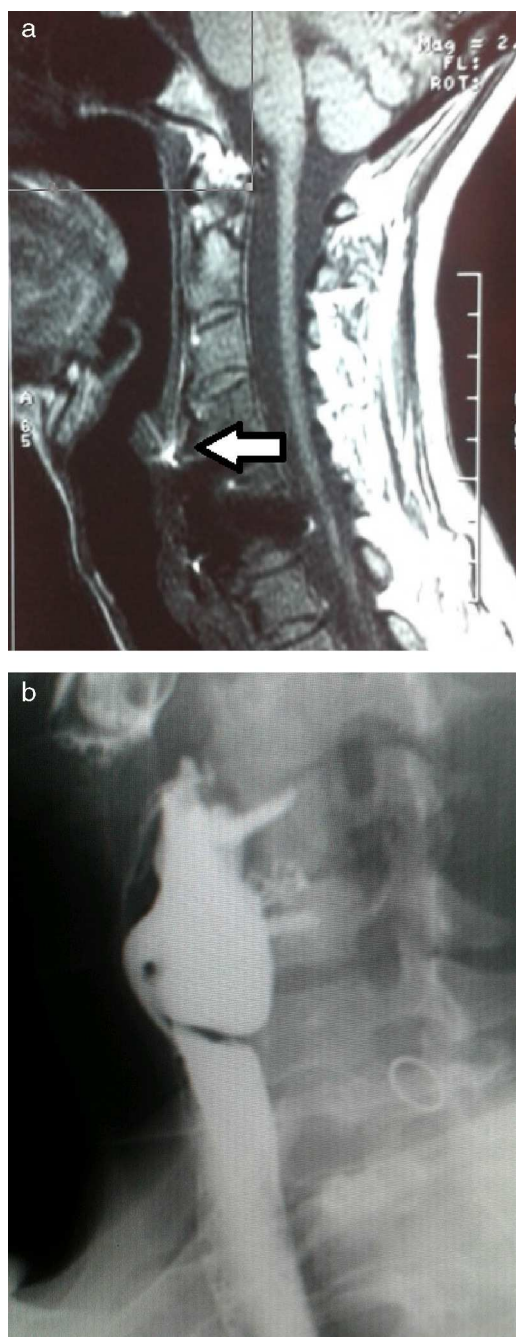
Imágenes del estudio preoperatorio: A) RMN cervical con sección sagital en la que se observa la placa de artrodesis en íntimo contacto con la pared posterior esofágica (flecha); B) Esfagograma con bario que muestra la impronta que deja la prótesis metálica con tornillos sobre una formación sacular esofágica cervical.
